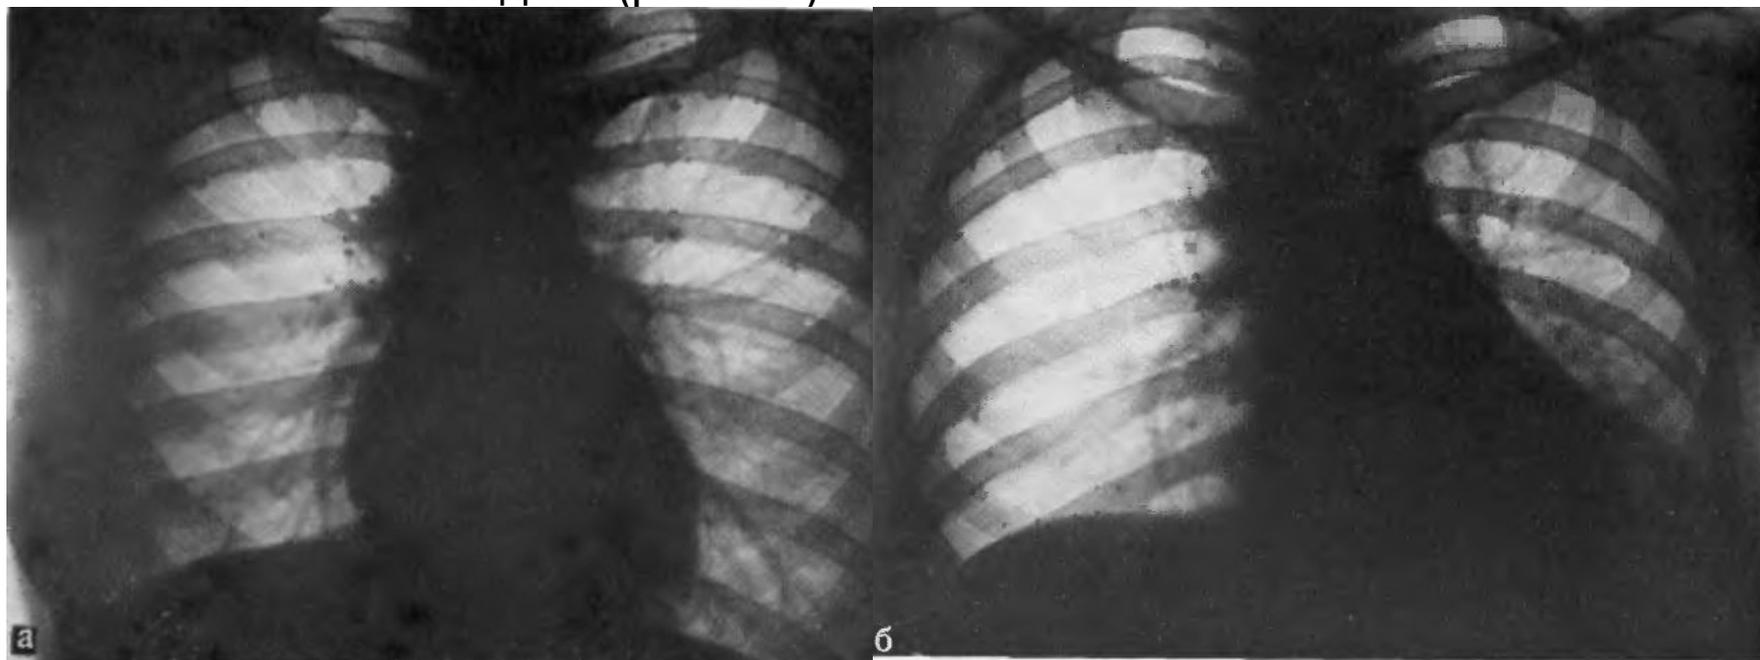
Обеднение сосудистого рисунка в правом легком. Прямая рентгенограмма.
